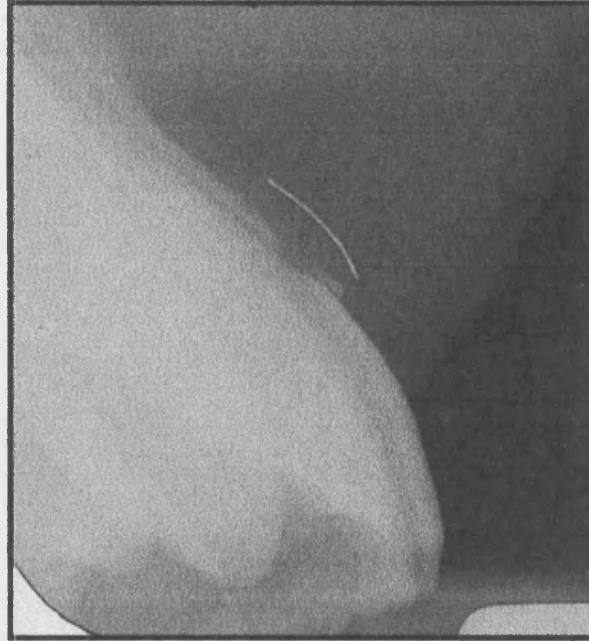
Imagen de una radiografía de perfil paralelizada.
